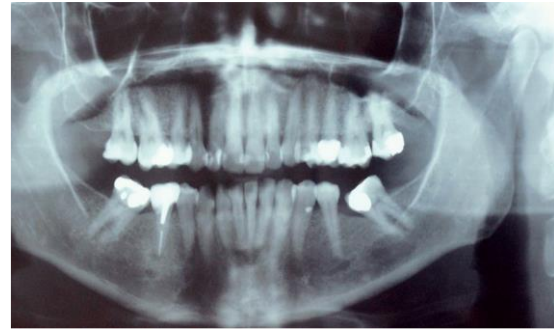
Radiografia panorâmica inicial (TOGAWA et al., 2015)
